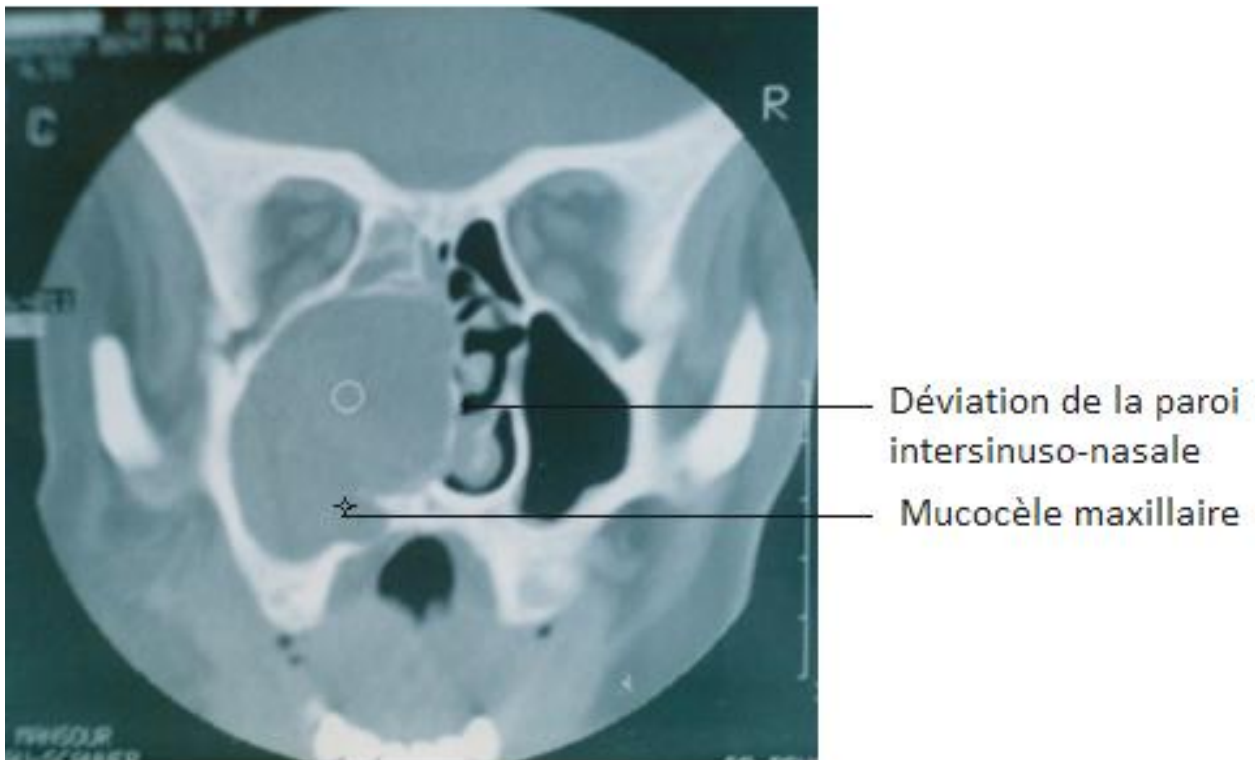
TDM faciale en coupe coronale : mucocèle maxillaire refoulant le septum nasal. Iconographie CHU Hassan II Fès.
